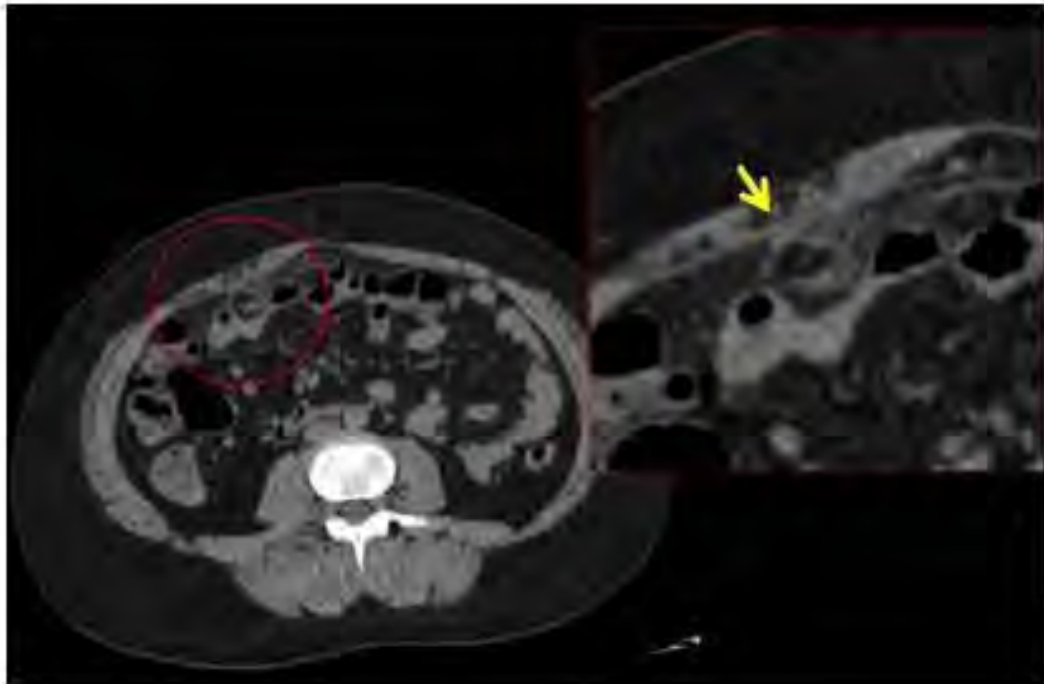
En la tomografía en fase simple se corrobora la presencia de la lesión descrita en el ultrasonido de forma ovoidea, con estriación grasa y halo hiperdenso de contenido graso en el borde antimesentérico del colon transverso. Se observa además engrosamiento focal del peritoneo adyacente a la lesión.
